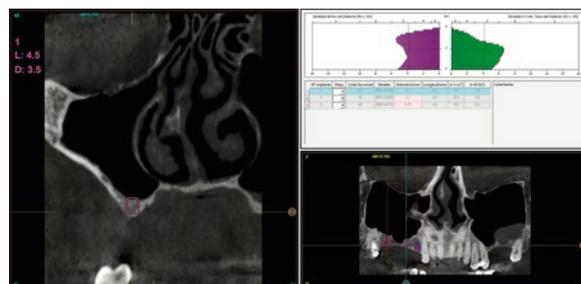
Radiografia inicial do paciente. A reabsorção extrema de ambos os sectores posteriores maxilares pode ser vista.
